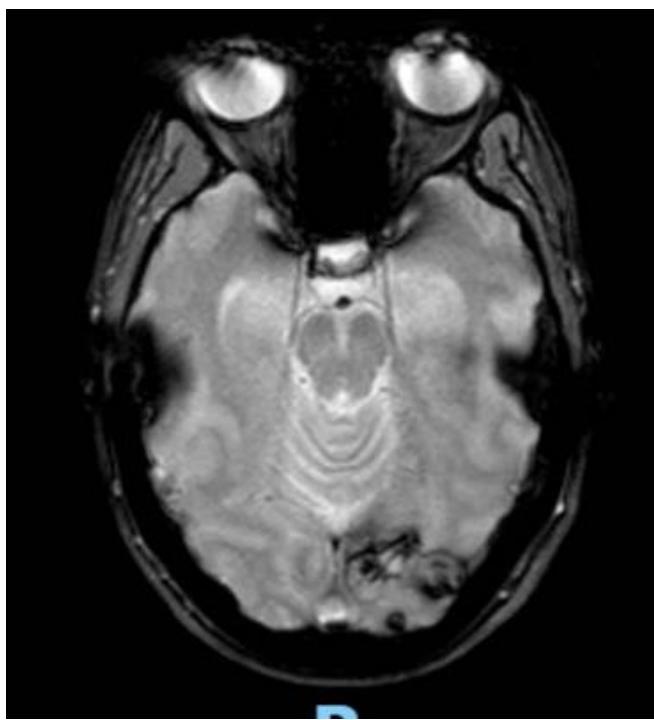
RMN de cerebro post-tto.
